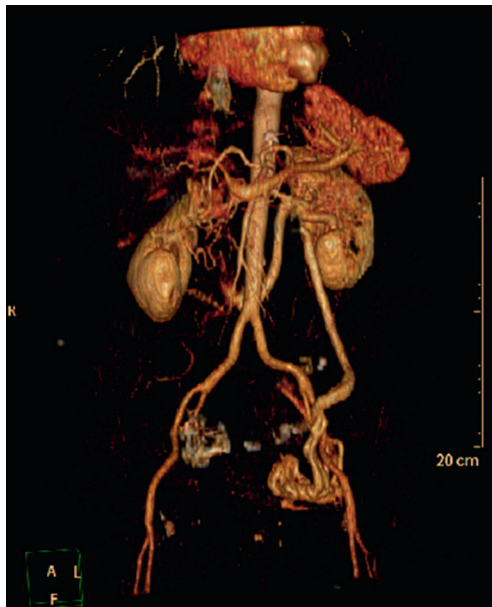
Scanner Reconstruction TDM VRT compression de la veine rénale gauche (VRG), dilatation de la veine ovarique gauche. CHU Bordeaux.
